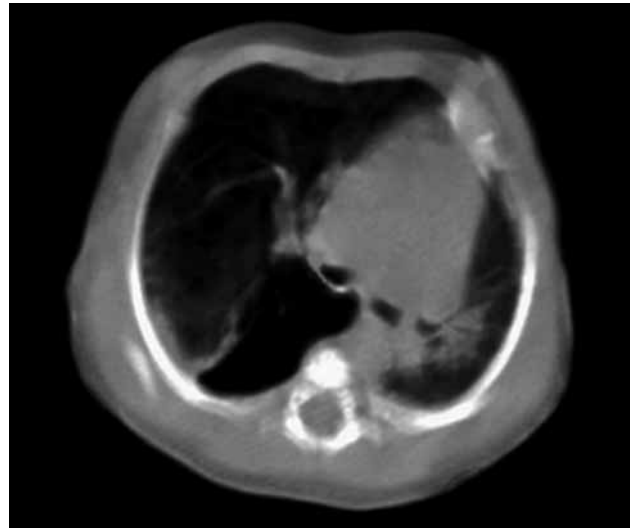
TC de tórax ventana pulmonar: Observamos sobredistensión del lóbulo medio e inferior derecho, con disminución de la densidad del parénquima pulmonar, y desplazamiento de las estructuras mediastinales a la izquierda con compresión del pulmón izquierdo y carina con rotación posteroanterior y lateralización a la izquierda.
